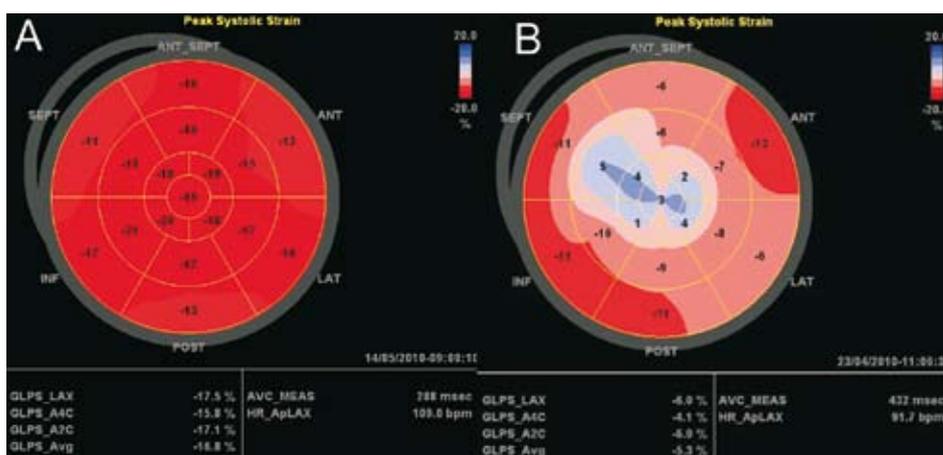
Quantitative Analyse der regionalen Funktion des linken Ventrikels mittels Gewebedoppler (TDI). Normalbefund (A) und Vorderwandinfarkt (B)
